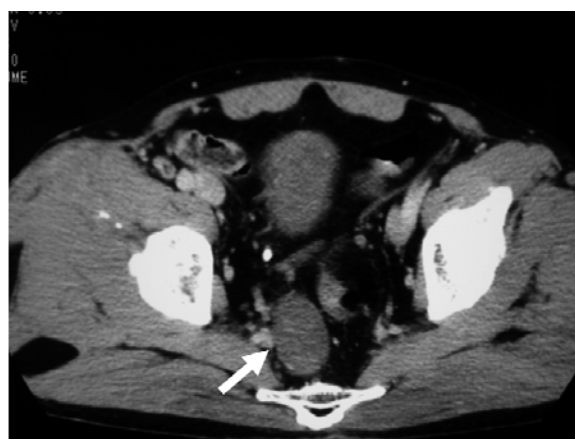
Enhanced CT scan shows a retroperitoneal tumor.
